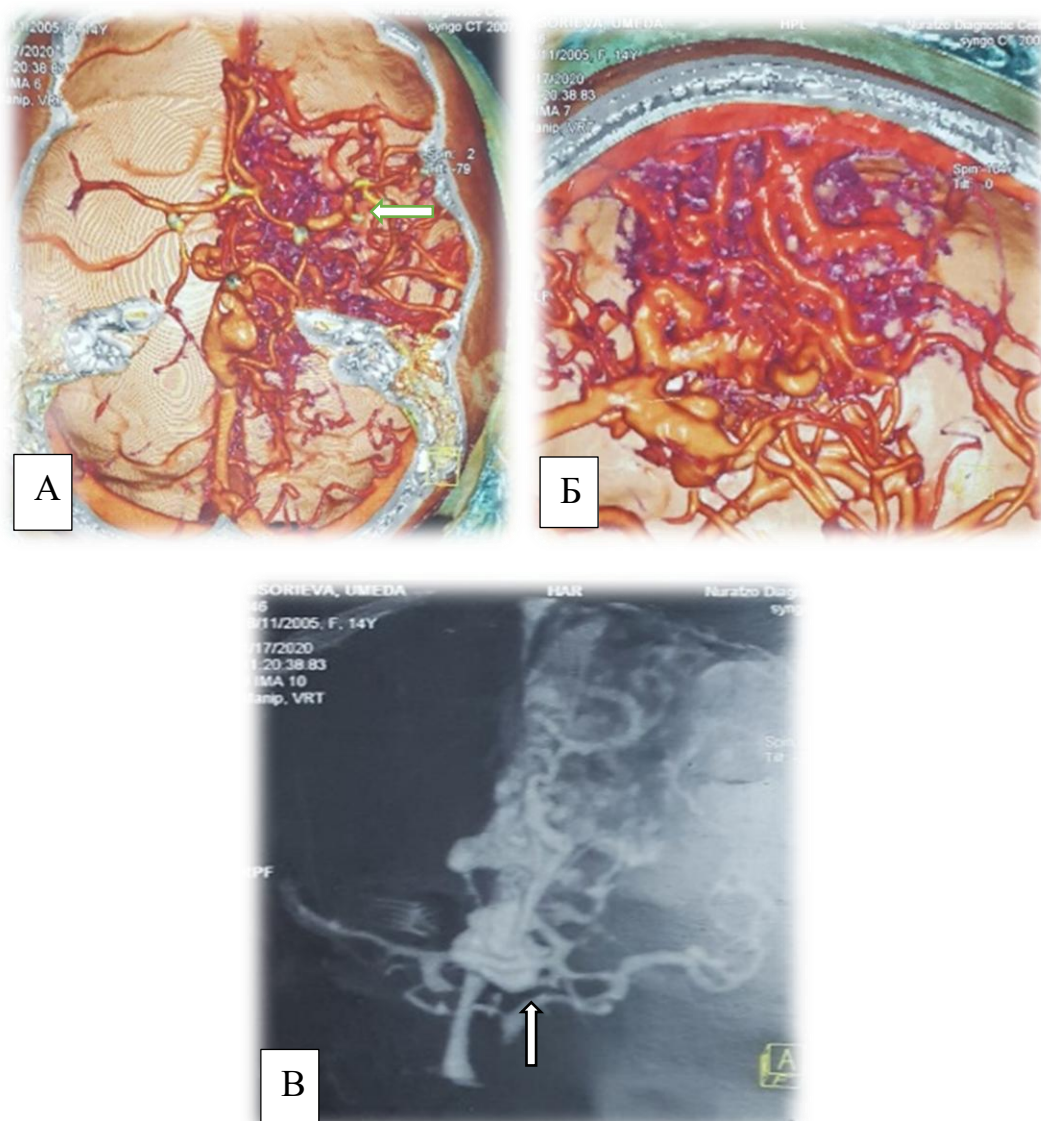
МСКТ – АГ. АВМ левой лобно-теменной доли головного мозга: 3 – D КТА АВМ лобно-теменной левой теменной доли, афферентные сосуды (указаны стрелкой), черной стрелкой обозначены дренирующие вены; белые стрелки – афференты
